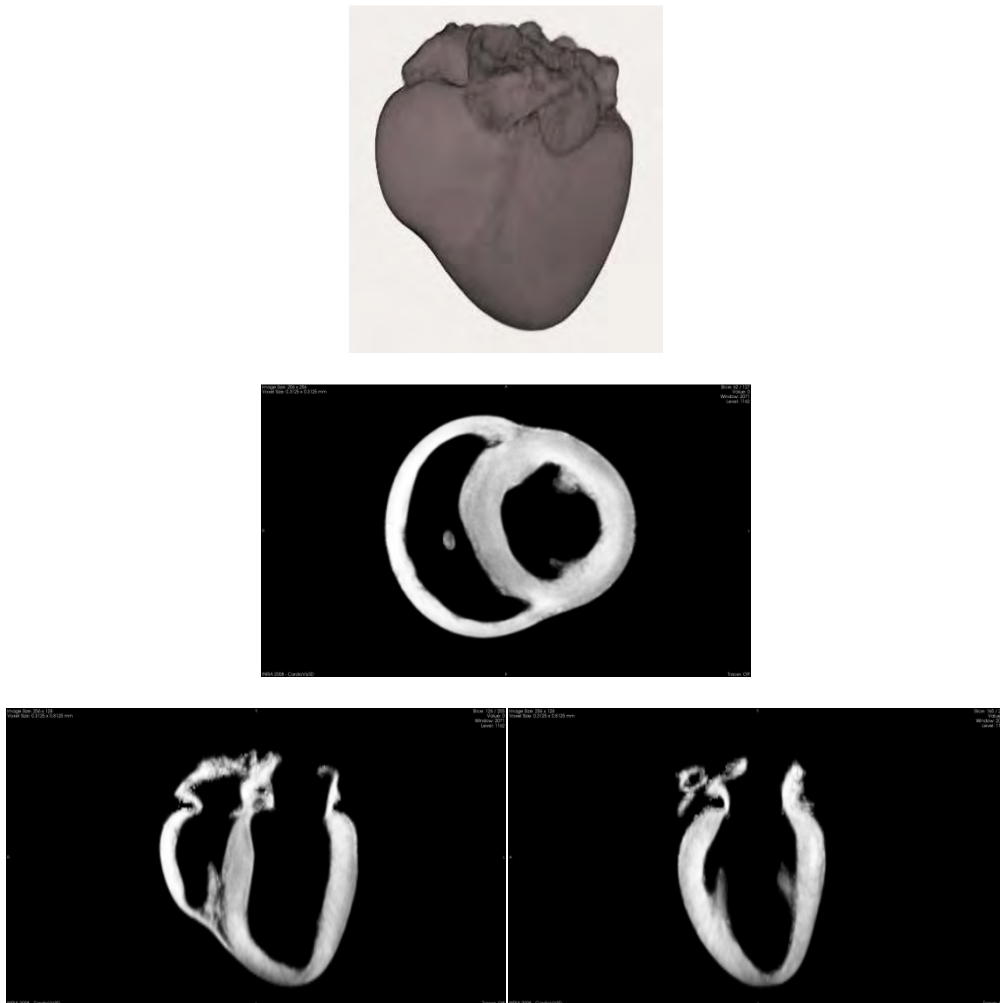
Image IRM 3D du cœur téléchargée de site http://gforge.inria.fr/frs/?group_id=731&release_id=1127, et visualisée par CardioViz3D avec ses trois coupes : axiale, sagittale et coronale.
